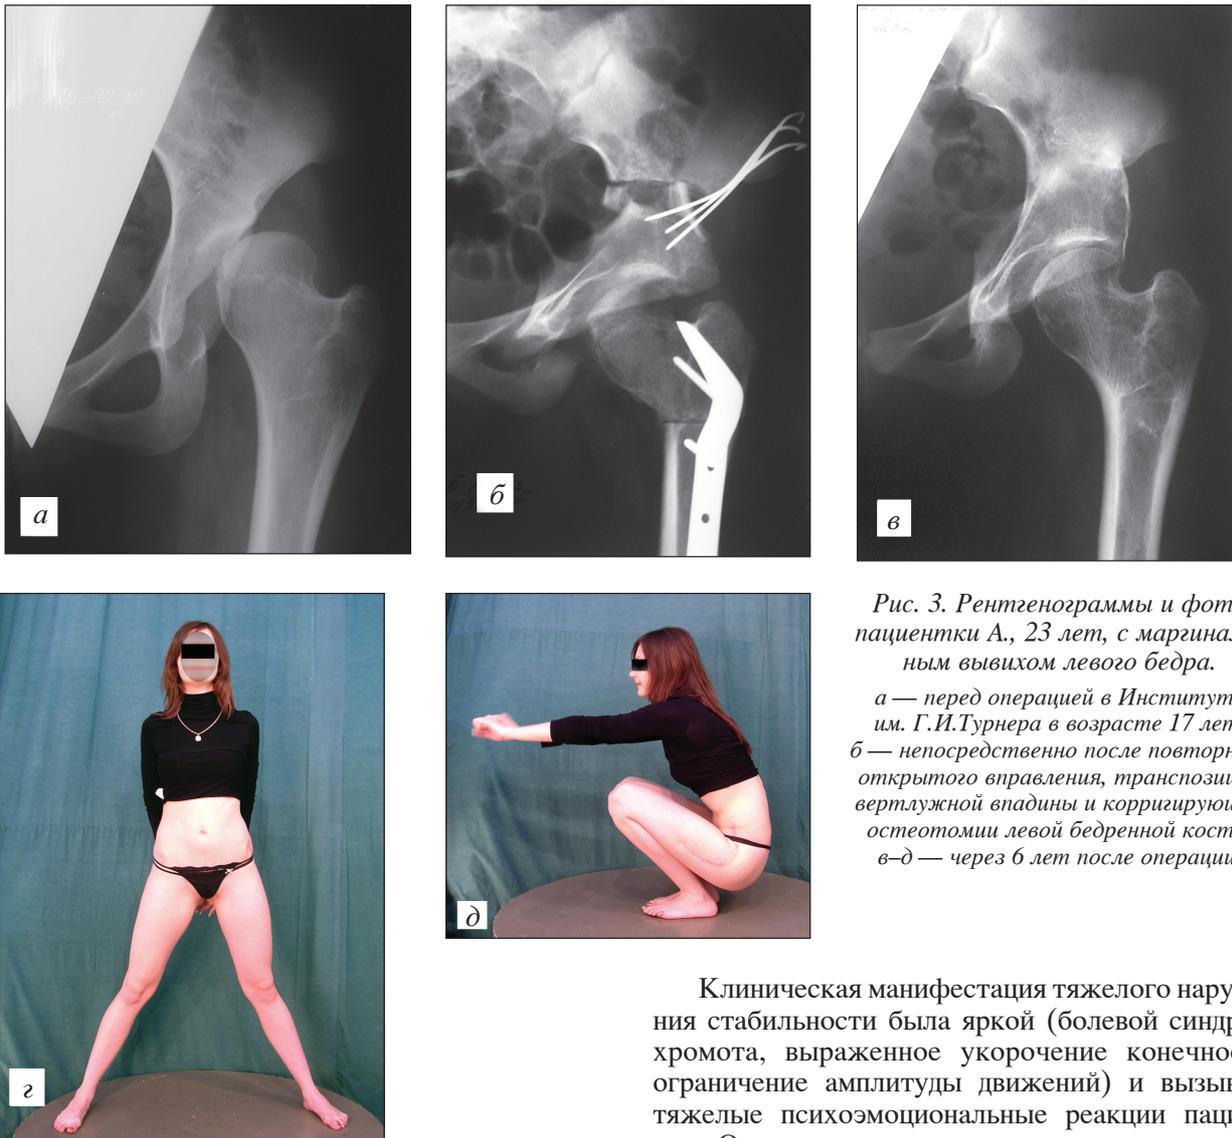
Рентгенограммы и фото пациентки А., 23 лет, с маргинальным вывихом левого бедра.
